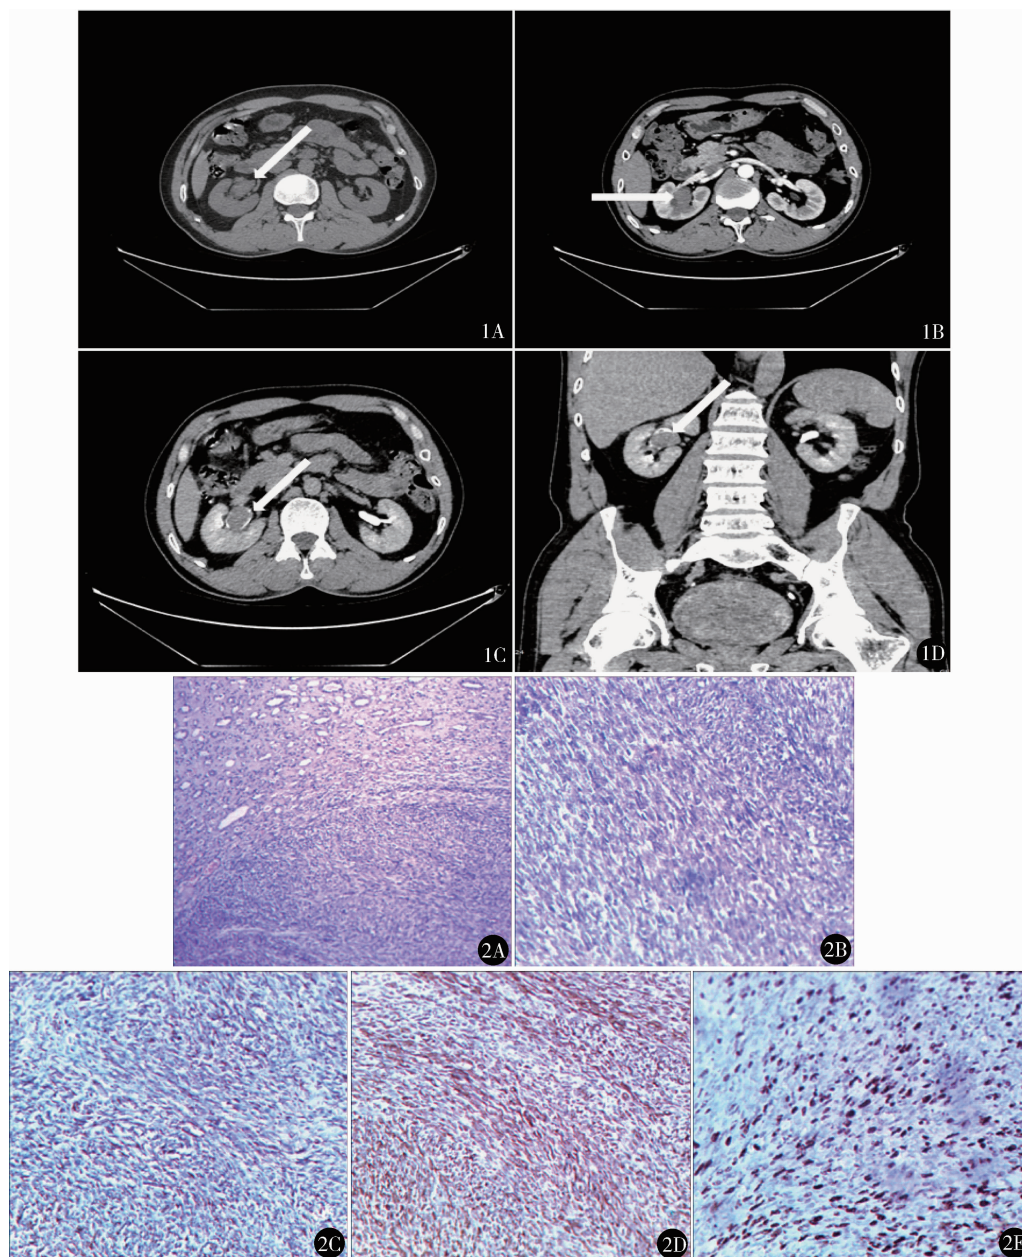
增强 CT 示右侧肾盂肿瘤 A. 平扫示右肾盂最大径约 3.6 cm × 1.6 cm × 1.6 cm 椭圆形等密度影,CT 值约 38 Hu;B. 动脉期示椭圆形密度影轻度强化;C. 排泄期示对比剂沿病变周缘下行;D. 排泄期冠状位:造影剂沿病变周围边缘下行 图 2 A,B. 肿瘤由单向梭形细胞构成(A. HE 染色 × 100;B. HE 染色 × 100);C ~ E. 免疫组化表达 Vimentin(× 200),Bcl-2(× 200)以及 Ki-67(× 200),其中有 45% 的细胞表达 Ki-67
